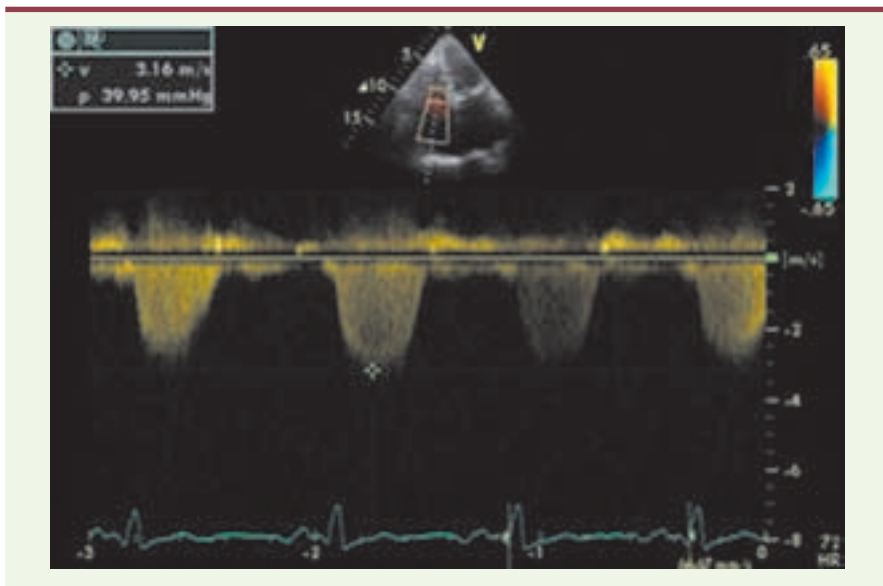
Recueil du flux d'insuffisance tricuspide (IT) en Doppler continu. La pression artérielle pulmonaire systolique (PAPS) est calculée à partir de la vitesse maximale (V max) du flux de l'IT grâce à l'équation de Bernouilli : gradient de pression entre le ventricule droit et l'oreillette droite = $4 (V_{max})^2$. Ici $V_{max} = 3,16$ m/s donc le gradient de pression = 39,9 mmHg. La pression systolique du ventricule droit étant égale à la PAPS (en l'absence de sténose pulmonaire), on déduit ici la PAPS = 39,9 mm Hg + pression de l'oreillette droite.
